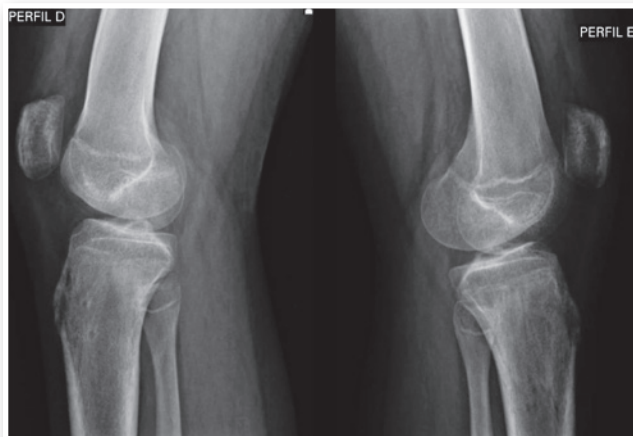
Radiografias bilateral dos joelhos incidência perfil.
